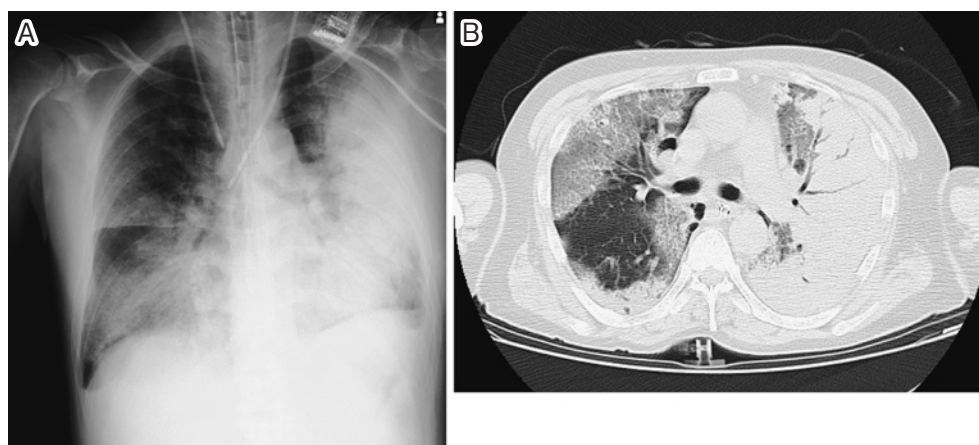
Plain chest radiography and chest computed tomography of a patient with acute respiratory distress syndrome (ARDS) caused by *Streptococcus pneumoniae*
